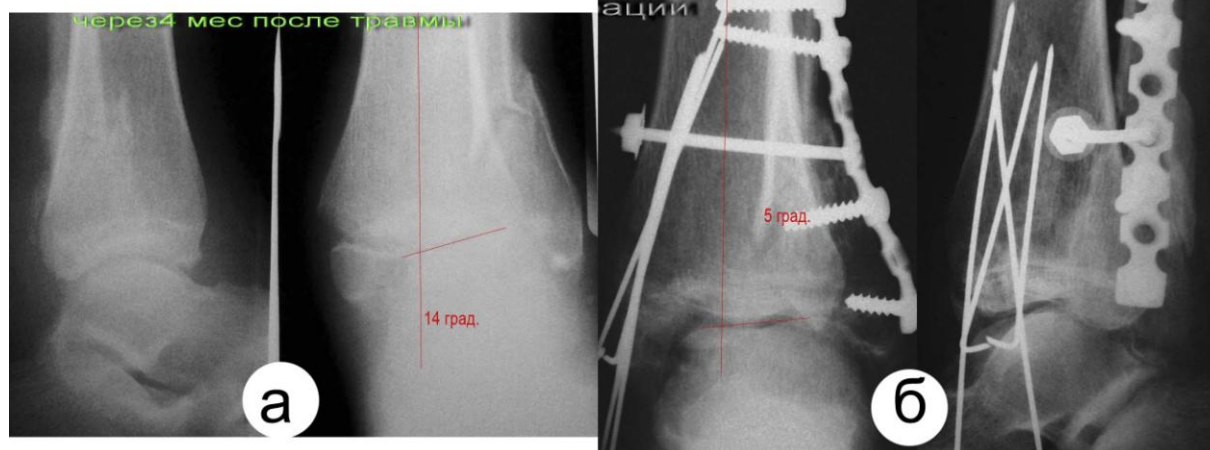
Рентгенограммы больного Т., 35 г. (и.б. № 22696). а) через 4 мес. после травмы - угол импрессионного дефекта 14 град.; б) день операции через 4 мес. с момента травмы коррекция на 9 град.
